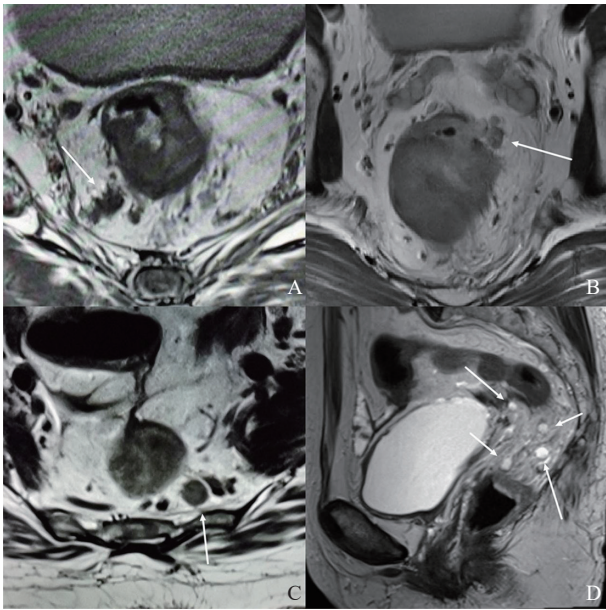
高分辨率MRI上淋巴结形态学特征的典型图像
